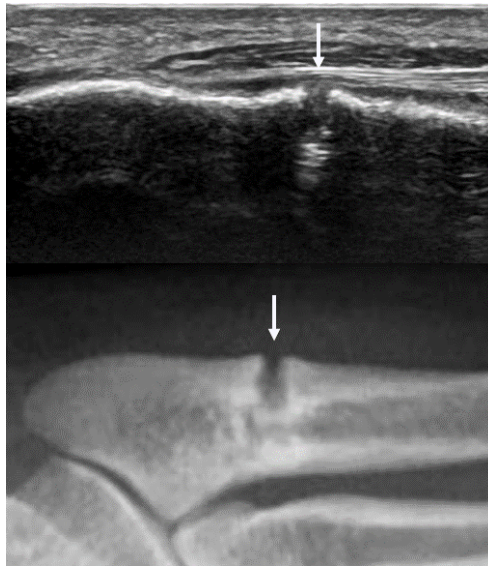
上 : 超音波所見による第 5 中足骨の途絶像
